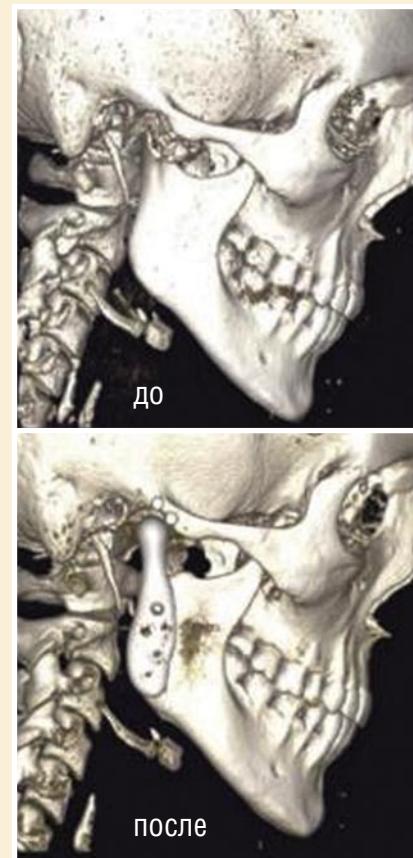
КТ пациента до и через 36 месяцев после тотального эндопротезирования правого ВНЧС.
